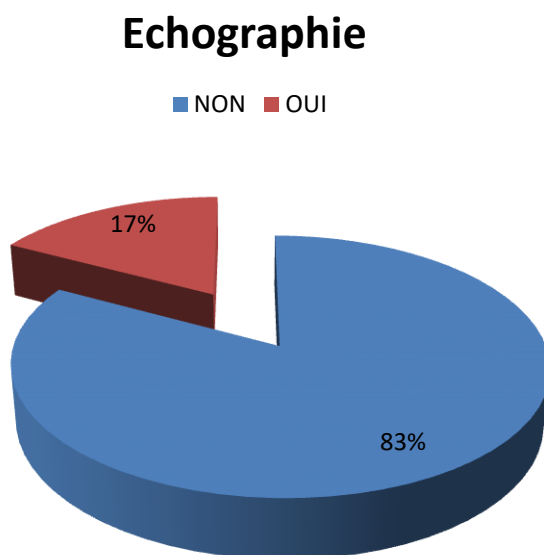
Répartition selon la réalisation de l'échographie
